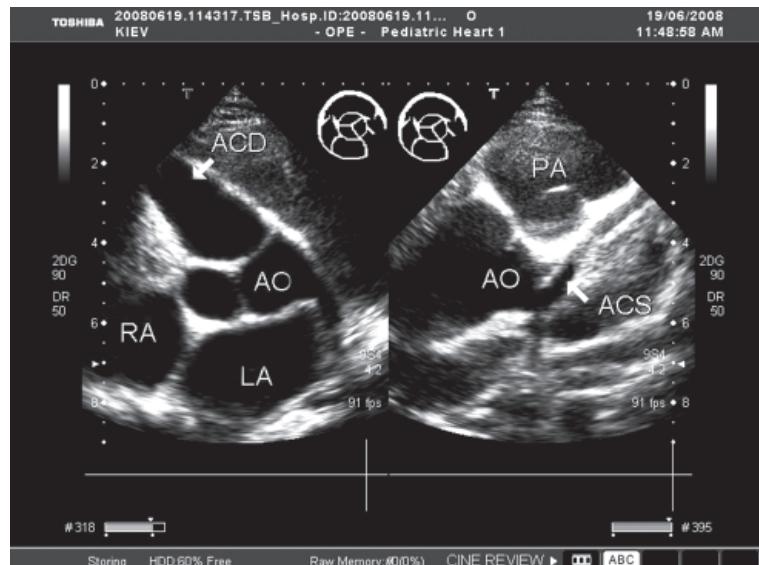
Эхокардиограмма больного с КСС. Слева стрелкой указана расширенная правая КА (ACD), справа – нормальная левая КА (ACS) AO – аорта; LA – левое предсердие; RA – правое предсердие, PA – легочная артерия
